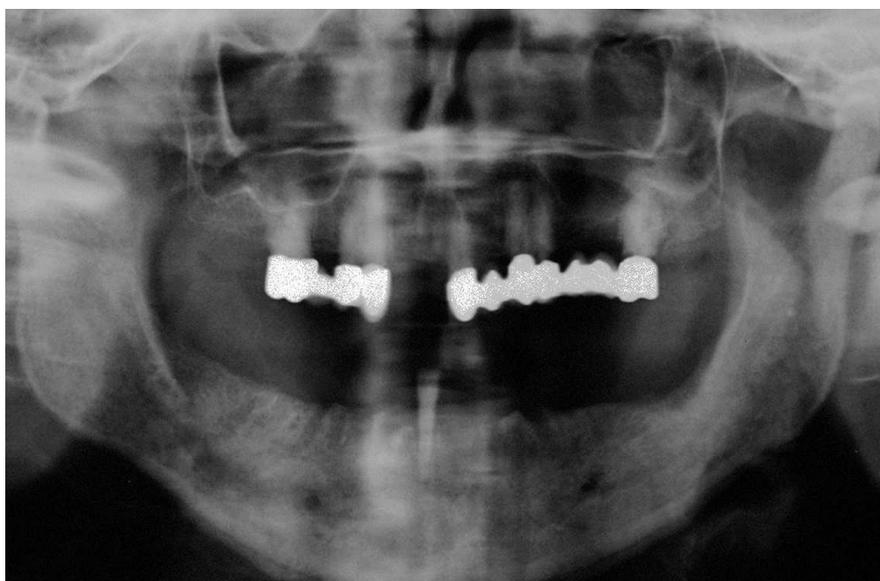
La radiografía panorámica aporta pocos datos en contraste con el cuadro clínico florido. Además de una imagen radiolúcida difusa en el sector anteroinferior, se observan los alvéolos conservados, a pesar de que la extracción de los dientes se remonta a varios meses atrás. Llama la atención la radiopacidad y el engrosamiento del periostio.
